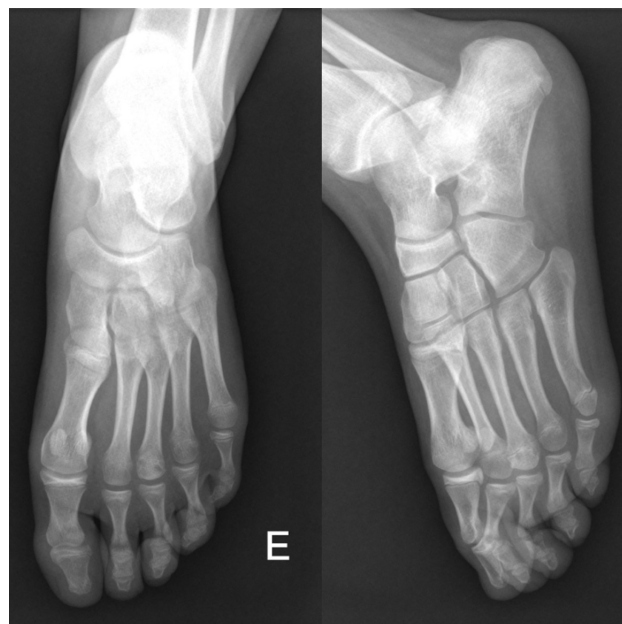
Radiografia pré-operatória do pé com sustentação de peso.
